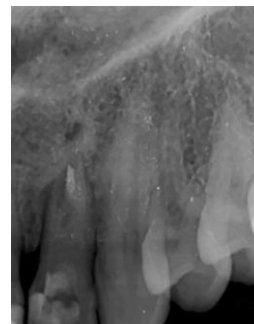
Radiografia MIC
